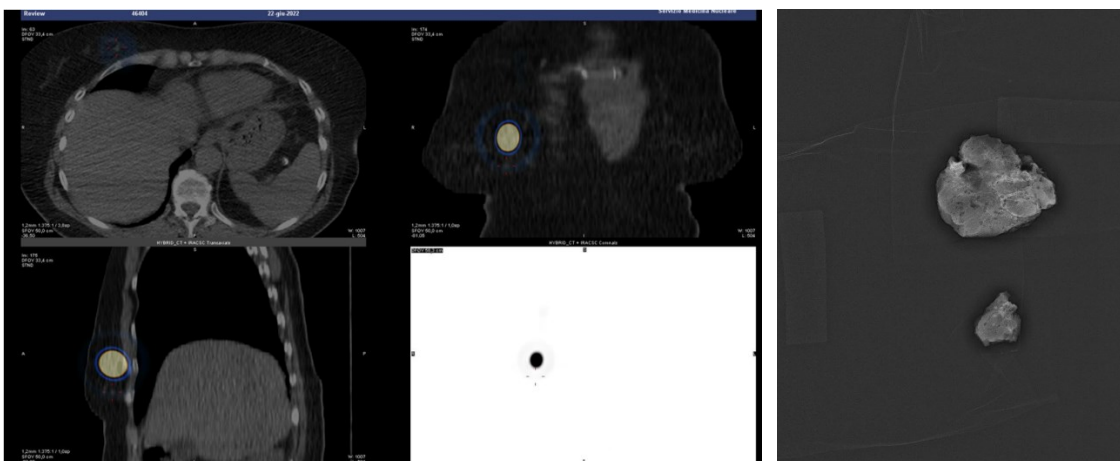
Immagini tomografiche nei piani assiale, coronale, sagittale presso la sede di lesione
